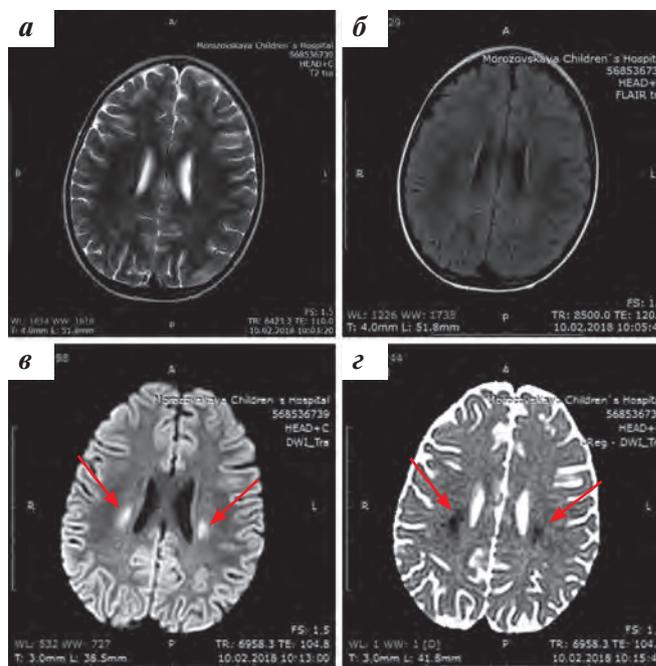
МР-изображения головного мозга пациентки в аксиальной проекции в режимах T2 (а), FLAIR (б), ДВИ –  $b = 1000$  (в) и соответствующий ИКД (г) от 10.02.2018 после 2-го эпизода гемипареза. В обеих полушариях большого мозга на уровне семиовальных центров определяются симметричные очаги цитостатических отеков изменений (указаны стрелками) повышенного сигнала в режиме ДВИ с пониженным ИКД. Изменения не заметны в режимах T2 и FLAIR
